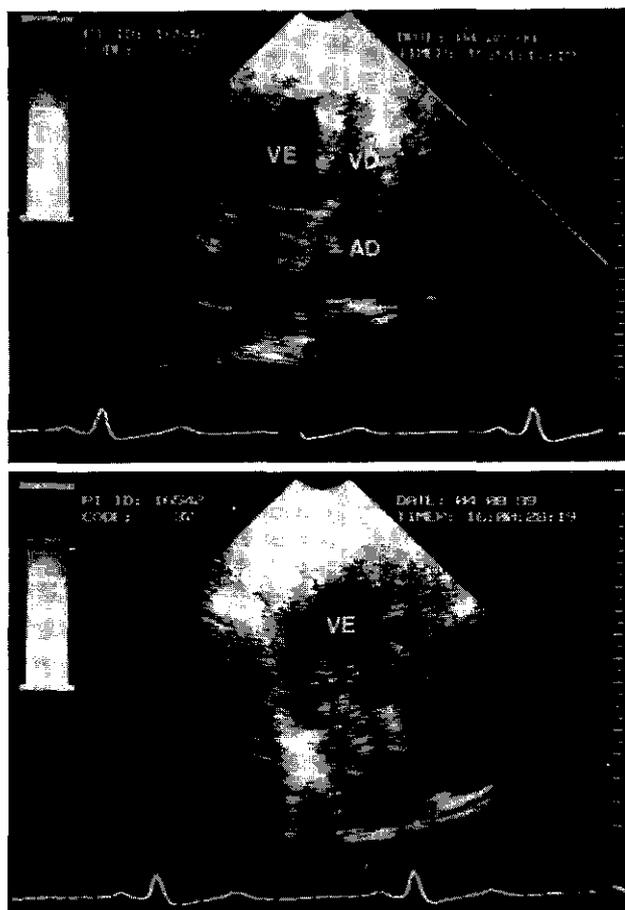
Ecocardiograma. Acima: imagem de ecogenicidade homogênea em átrio esquerdo durante a sístole ventricular. Abaixo: a mesma imagem prolapsando pela valva átrioventricular durante a diástole ventricular
